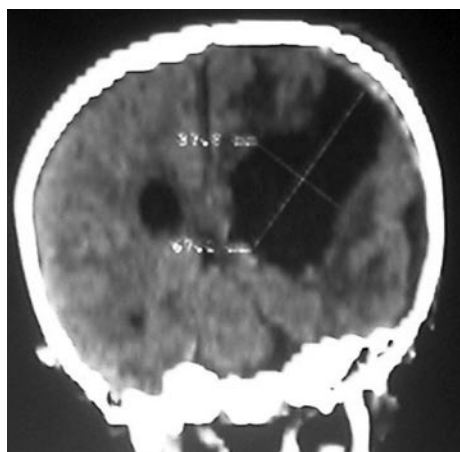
Мальчик X., 11 мес. Диагноз: «Фибриллярная астроцитома левой лобной доли с распространением в боковой желудочек». а — СКТ до удаления опухоли; б — СКТ через 12 ч после операции (отмечается кровоизлияние в остатки опухоли с формированием субдуральной гематомы); в — СКТ через 2 нед после удаления опухоли и повторной операции по поводу удаления гематомы. Отмечаются двусторонние субдуральные гидромы.
